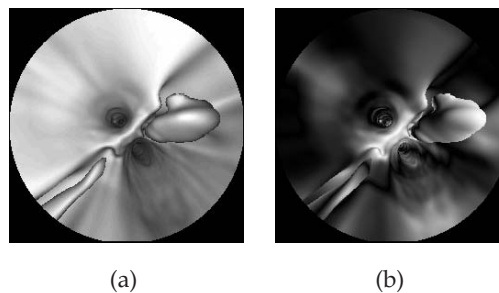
Navigation à l'intérieur d'un volume TDM d'une artère carotide en présence de calcifications. a) Image d'endoscopie classique. b) représentation de l'orientation de la surface en terme de $\cos\phi$.
